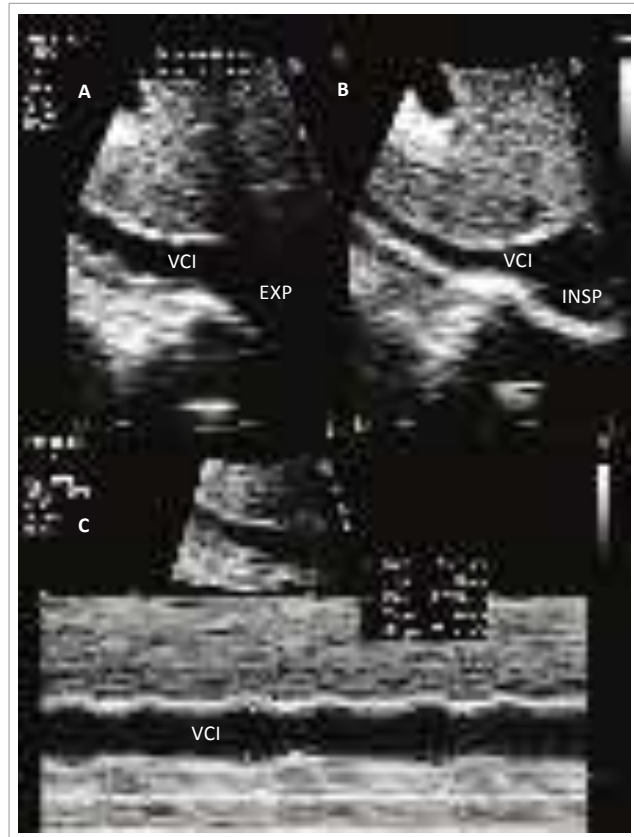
Variação respiratória fisiológica do diâmetro da veia cava inferior (VCI) pela ecocardiografia transtorácica durante a expiração (A) e inspiração (B) ao modo bidimensional (A e B) e ao modo M (C).
